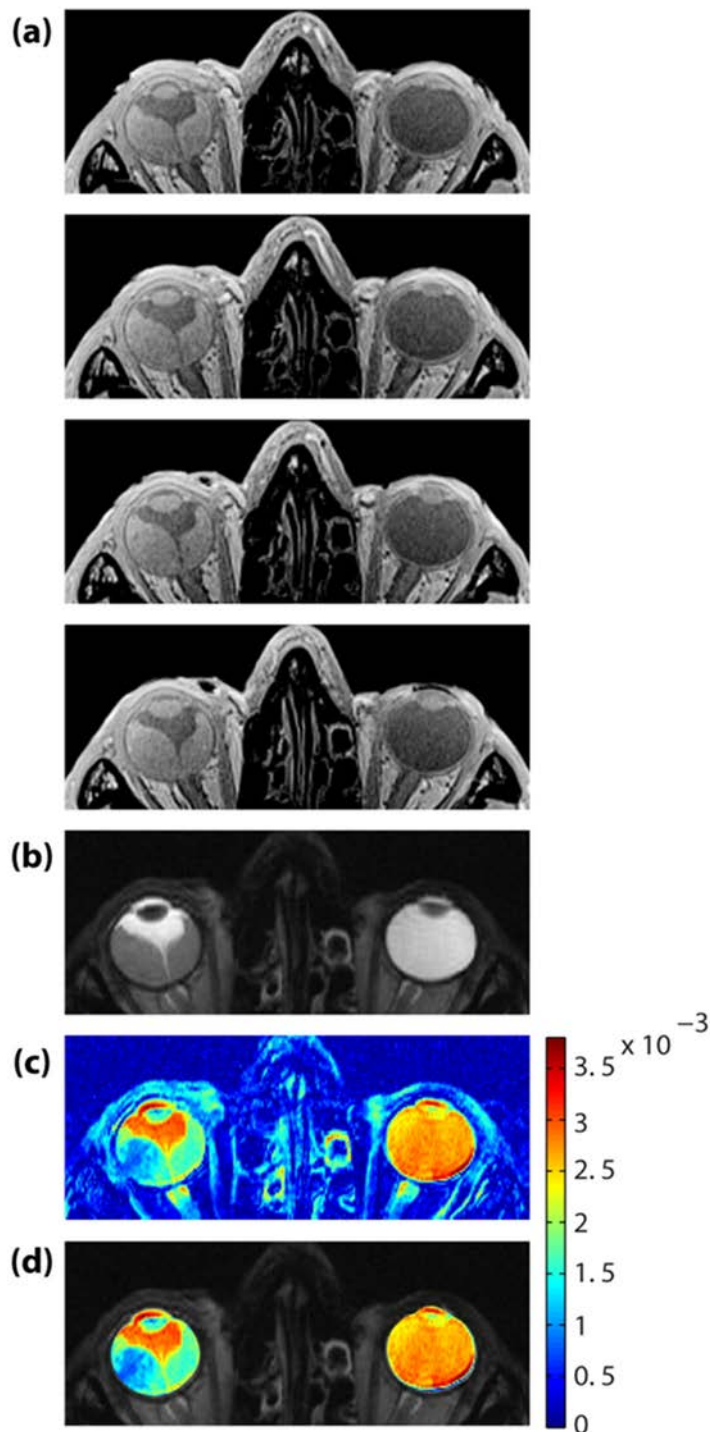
Diffusionsgewichtete MRT des Auges bei 3.0 T (a) und 7.0 T (b). Für die Bildaufnahme mit einer diffusionsgewichteten schnellen Spin-Echo Technik wurden folgende Parameter benutzt: (a) 3.0 T: . TR = 4000 ms, TE = 96 ms, Echoabstand=4.84 ms, Matrixgröße = 256 x 256, räumliche Auflösung = (0.5 x 0.5 x 5) mm<sup>3</sup>, Diffusionswichtung von b=0 s/mm<sup>2</sup> bis b=400 s/mm<sup>2</sup>; (b) 7.0 T: TR = 3000 ms, TE = 133 ms, Echoabstand=11.9 ms, Matrixgröße = 256 x 256, räumliche Auflösung= (0.4 x 0.4 x 3) mm<sup>3</sup>, Diffusionswichtung von b=0 s/mm<sup>2</sup> bis b=400 s/mm<sup>2</sup>. Die räumliche Auflösung bei 7.0 T ist der bei 3.0 T um Faktor 2.6 überlegen. Der mittlere Diffusionskoeffizient (engl. ADC: apparent diffusion coefficient) des Glaskörpers ist vergleichbar für die 3.0 T und 7.0 T Kartierungen.
